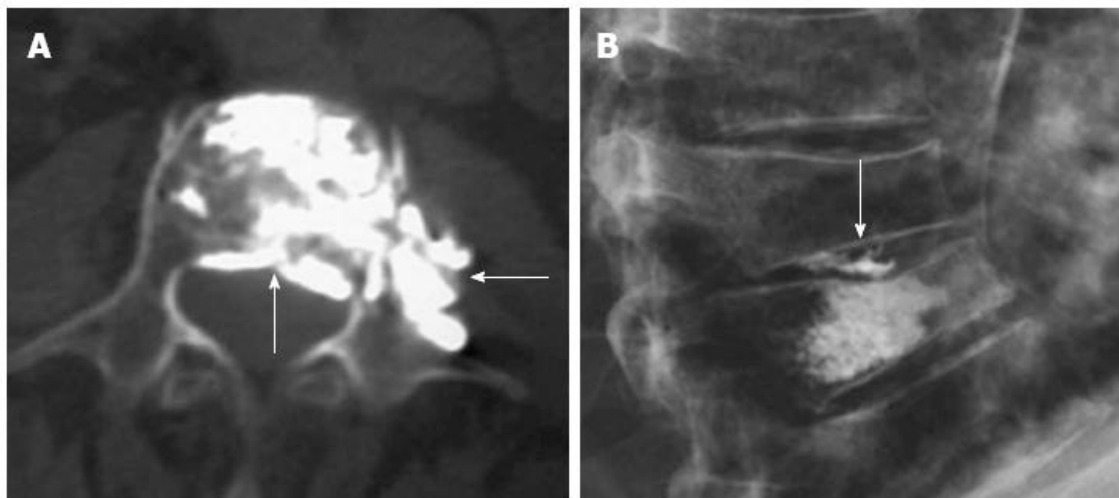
Axiale CT Aufnahme eines Wirbelkörpers mit deutlichem Zementaustritt in den epiduralen und paravertebralen Raum (A), laterale Röntgenaufnahme mit Zementaustritt in die Bandscheibe (B) (Ruiz Santiago et al., 2014).
